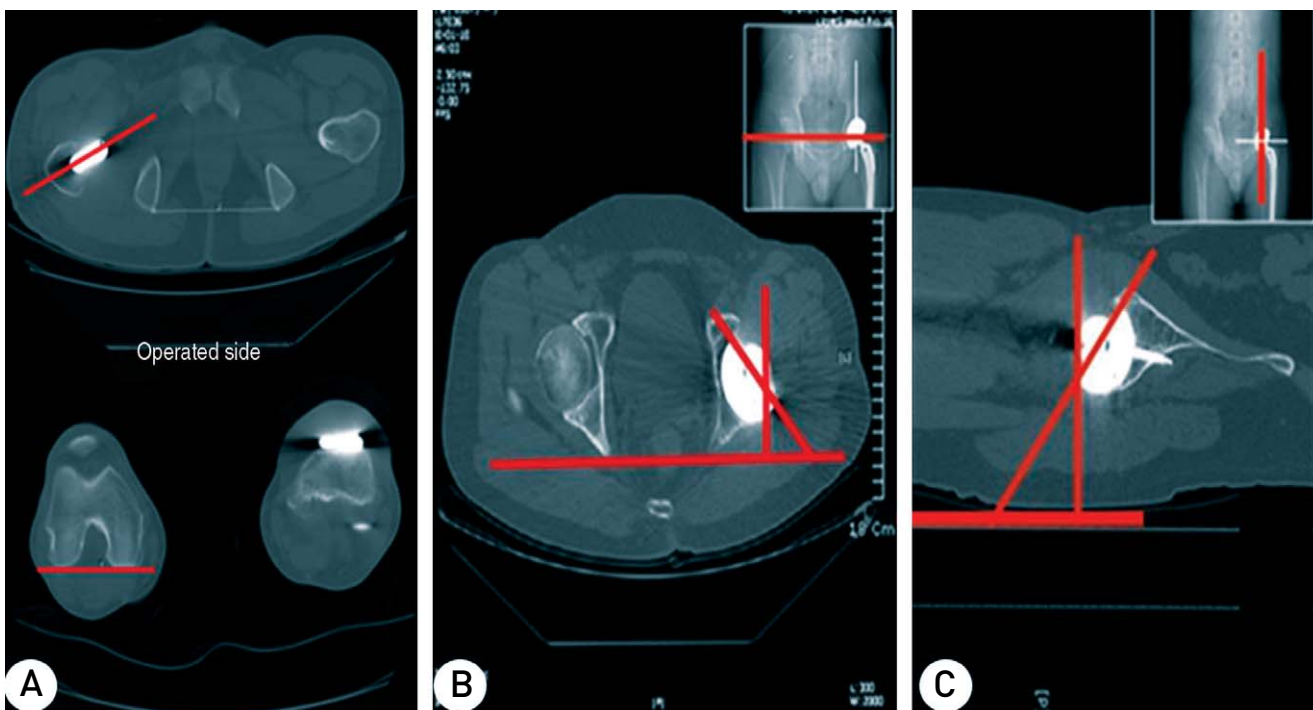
CT shows the femoral stem anteversion, cup axial anteversion and sagittal anteversion. (A) CT shows the stem anteversion that is angle between stem neck and posterior femoral condylar axis. (B) The axial view shows the cup axial anteversion that is angle between cup face plane and transverse plane. (C) The sagittal view shows the cup sagittal anteversion that is angle between cup face plane and longitudinal plane.
